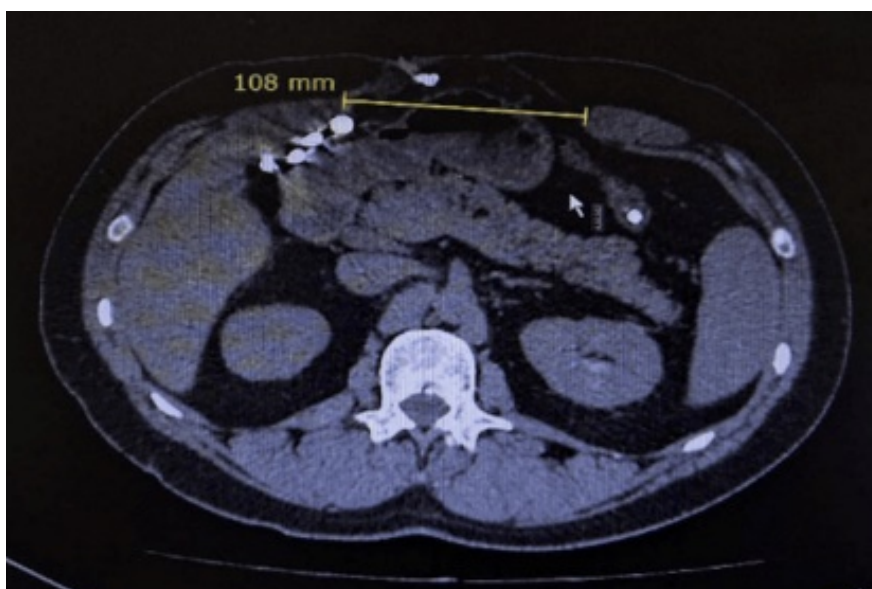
Томограмма больного А. через 4 недели после введения БТА, аксиальная проекция (объяснение в тексте).
